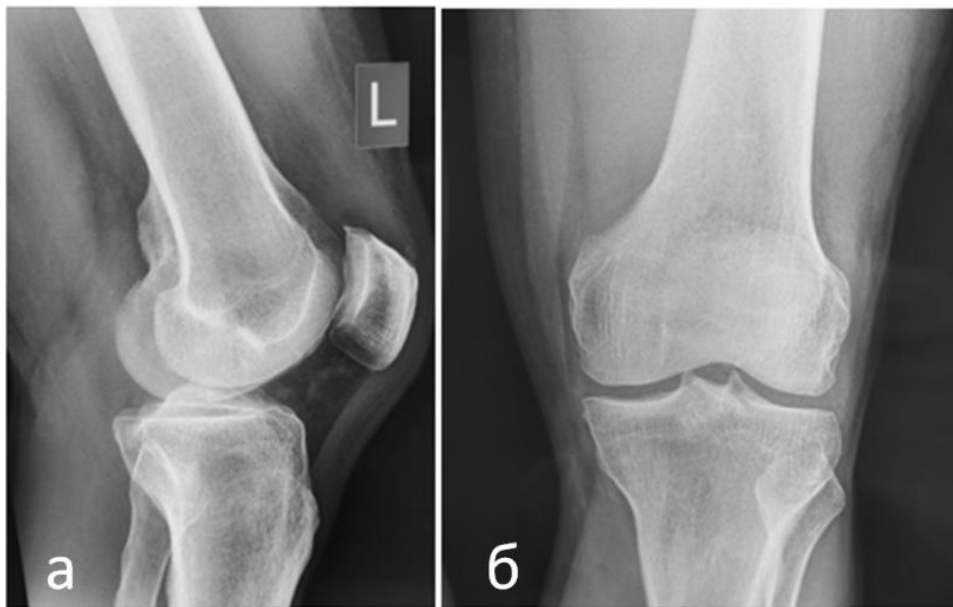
Рентгенограммы коленного сустава в боковой (а) и прямой (б) проекциях
